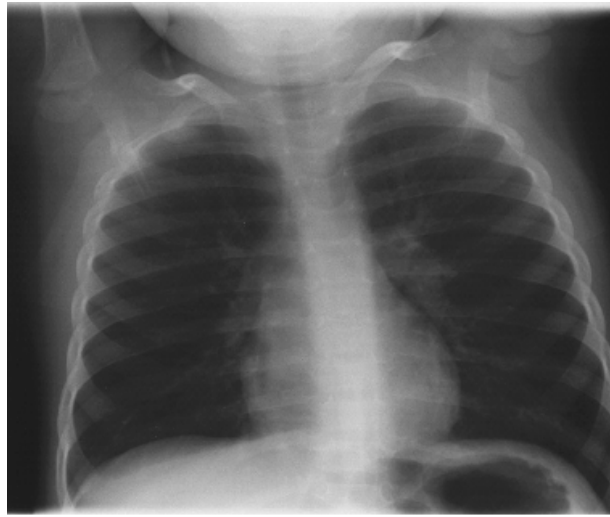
Unauffällige Röntgenaufnahme des Thorax (a.p.) und bronchoskopischer Befund bei einem 2-jährigen Jungen mit akuter Aspiration im Bronchus intermedius rechts.
